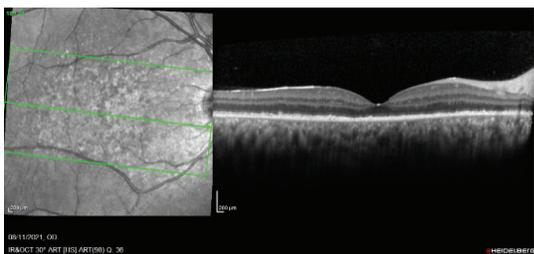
Tomografía ojo derecho
